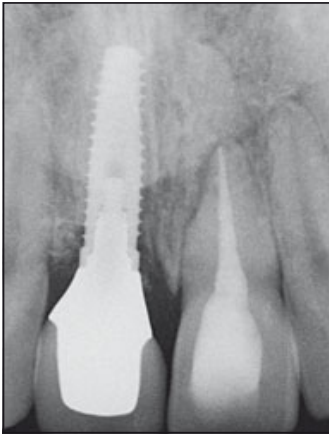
(links) Die periapikale Röntgenaufnahme bei der Kontrolle nach 3 Jahren zeigt ein gut integriertes Einzelzahnimplantat, das den oberen rechten zentralen Schneidezahn ersetzt, der aufgrund einer Wurzelfraktur extrahiert wurde. Klinischer Schlüssel bei der Behandlung war die intakte faciale Knochenplatte (Typ-I-Alveole) nach der Exzision, sodass die Sofortimplantation, die Knochentransplantation und die Versorgung mit einer provisorischen Restauration den Implantationsbereich versiegelten.
